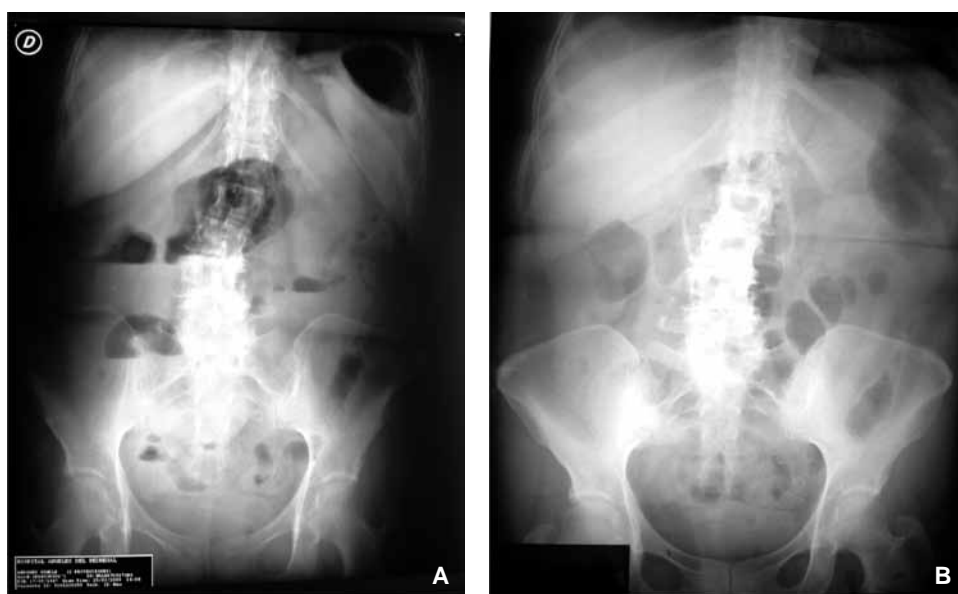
Radiografía de abdomen de cúbito (A) y de pie (B), donde se muestran niveles hidroaéreos y asa fija de intestino delgado.
